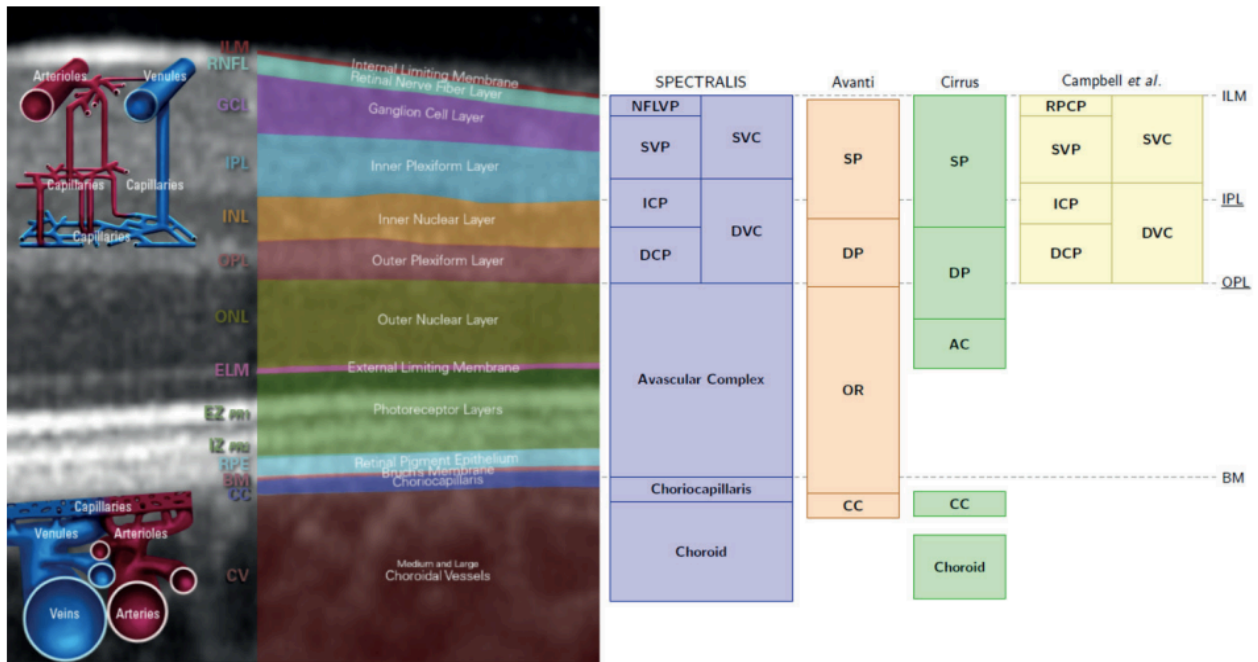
Darstellung der Hersteller-abhängigen Unterschiede der Optischen Kohärenz Tomografie Angiografie Schichteinteilung
